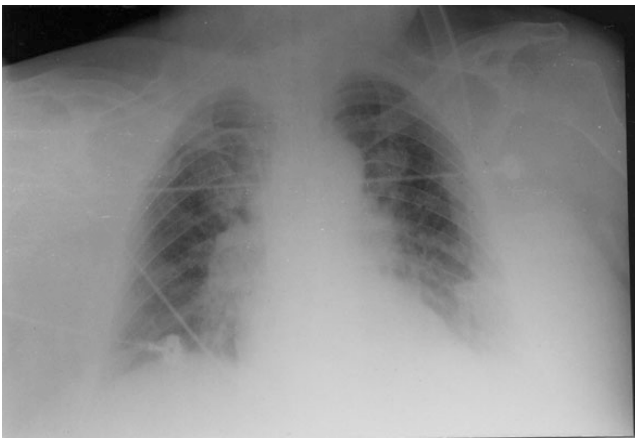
Radiografía de tórax portátil.
